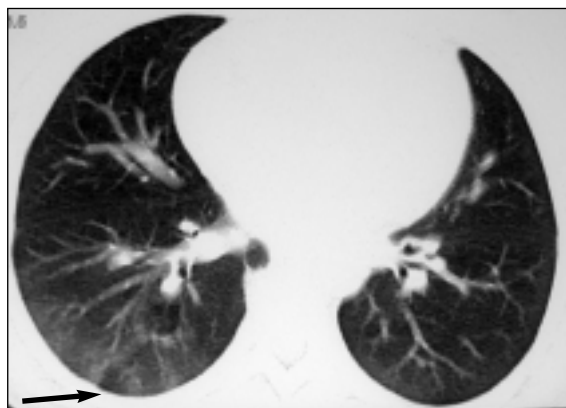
Tomografia computadorizada torácica de alta resolução (técnica helicoidal com cortes axiais de 8 mm de espessura adquiridos em janela do mediastino e janela de parênquima pulmonar). Observam-se alterações parenquimatosas focais com maior expressão no lobo inferior direito (seta preta) sugestivas de preenchimento alveolar inflamatório/infeccioso.
